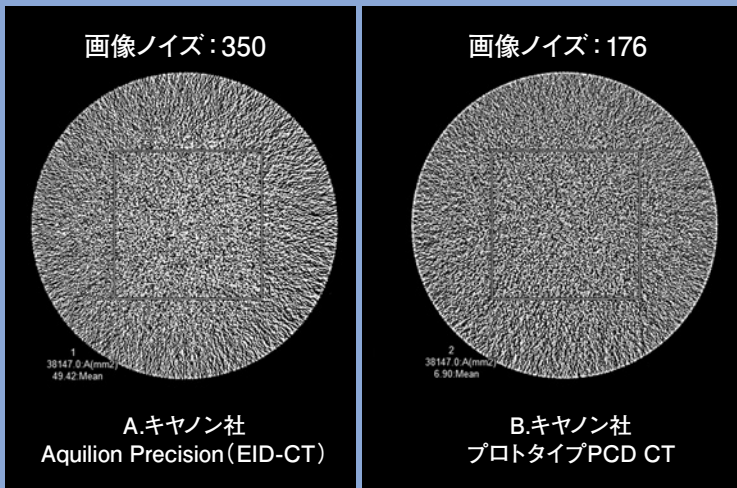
EID-CT(従来型CT)とPCD-CTの画像ノイズの比較
